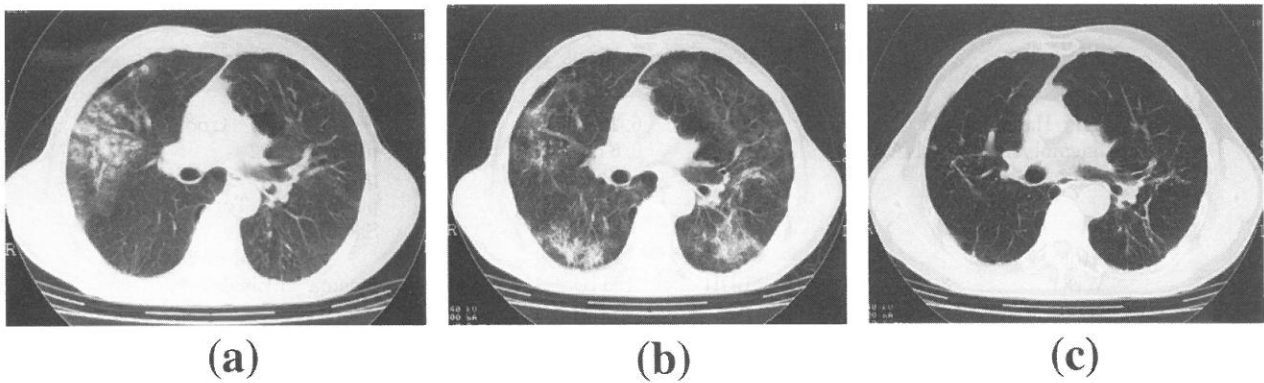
Changes of chest CT images
